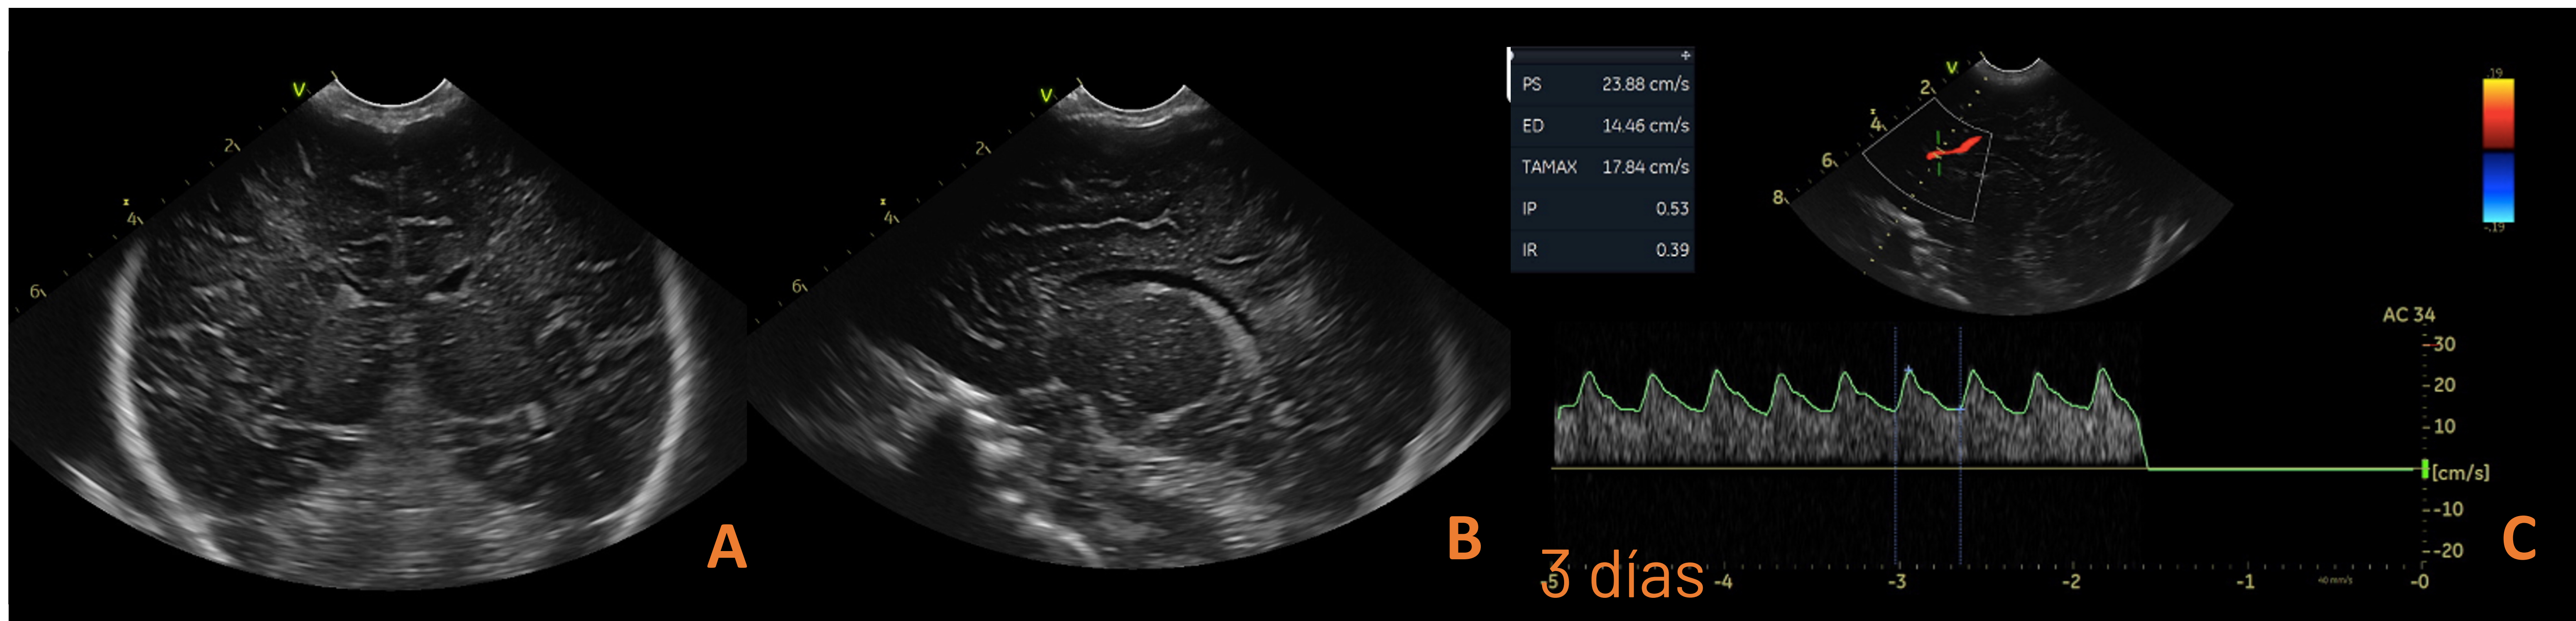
RNT por parte eutócico con reanimación cardiopulmonar (PCR) a los 15 minutos de vida que precisaba RCP durante 30 min. Ecografía transfontanelar realizada al tercer día de vida que demuestra hiperecogenicidad talámica y periventricular bilateral (A, B). Ventrículos laterales con diámetro disminuido. Índice de resistencia de la arteria pericallosa de 0,4 (C), marcadamente disminuido e indicando vasodilatación cerebral con elevación de la diástole.
